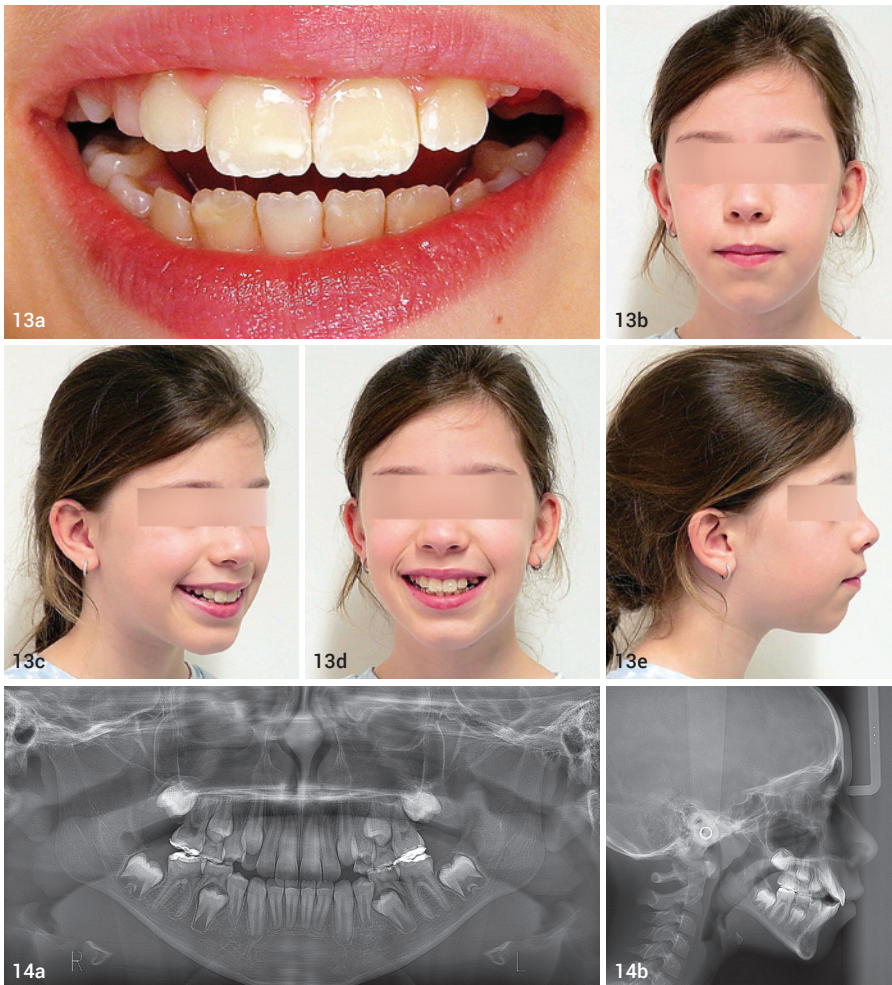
Das Lächeln nach 45 Alignern wirkt entspannter (a). Extraorale frontale Ansicht bei etwas relaxierter wirkender Orofazialmuskulatur (b). Extraorale schräg laterale Ansicht nach zehn Monaten Aligner-Behandlungszeit (c). Extraorale frontale Ansicht, lächelnd, nach zehn Wochen erster Behandlungszeit (d). In der Lateralansicht wirkt das Gesichtprofil nach 40 Wochen etwas ausgeglichener (e). Abb. 14a und b: Orthopantomogramm nach erster Behandlungsphase – die Zahnachsen der bleibenden Zähne haben sich weitgehend ausgerichtet (a). Fernröntgenseitenaufnahme zum Ende der ersten Behandlungsphase – Overjet und Overbite haben sich annähernd normalisiert (b).
